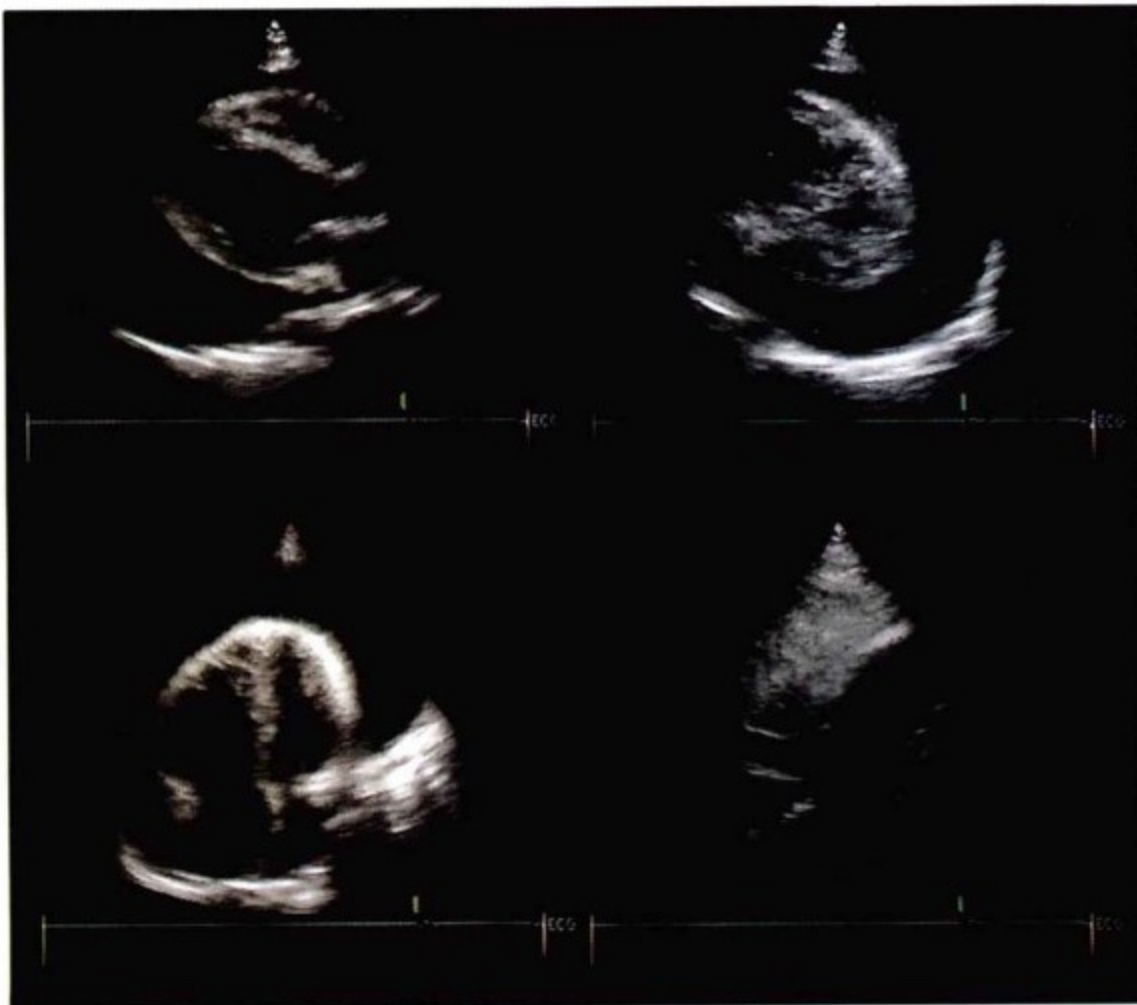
经胸超声心动图示大量心包积液,多处厚度超过2cm。尽管积液主要集中于后部和侧部,前部也有积液,积液分布更趋均匀。
